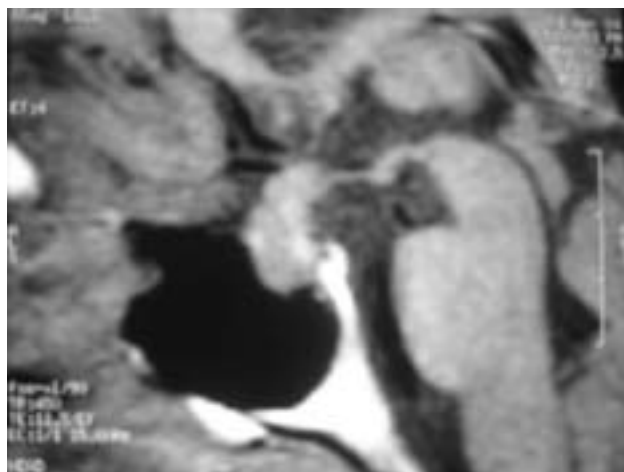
RM que demuestra tumoración homogénea que ocupa toda la silla turca.
